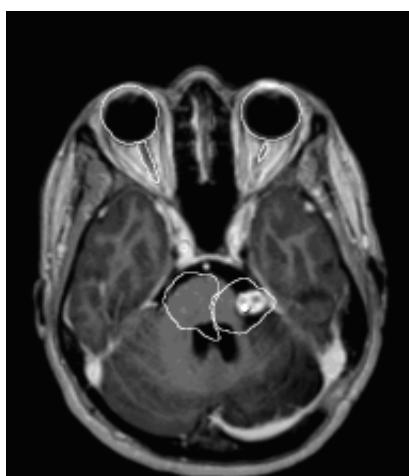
МРТ головного мозга больной К., 41 год. T1 взвешенные изображения с в/в парамагнитным контрастированием, аксиальная проекция:
